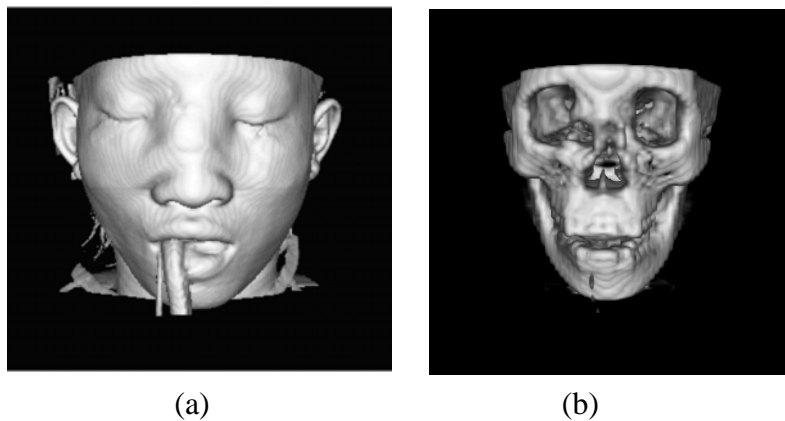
Intensidades de *voxels* mapeadas para diferentes níveis de opacidade: (a) intensidades correspondentes à pele mapeadas para opacidade 1.0; (b) intensidades relativas aos ossos do crânio mapeadas para opacidade 1.0 e demais intensidades mapeadas para opacidade 0.0 (volume de dados correspondente a uma cabeça de mulher obtido via CT e disponibilizado juntamente à biblioteca VTK [SCH 98] [SCH 2000]).
